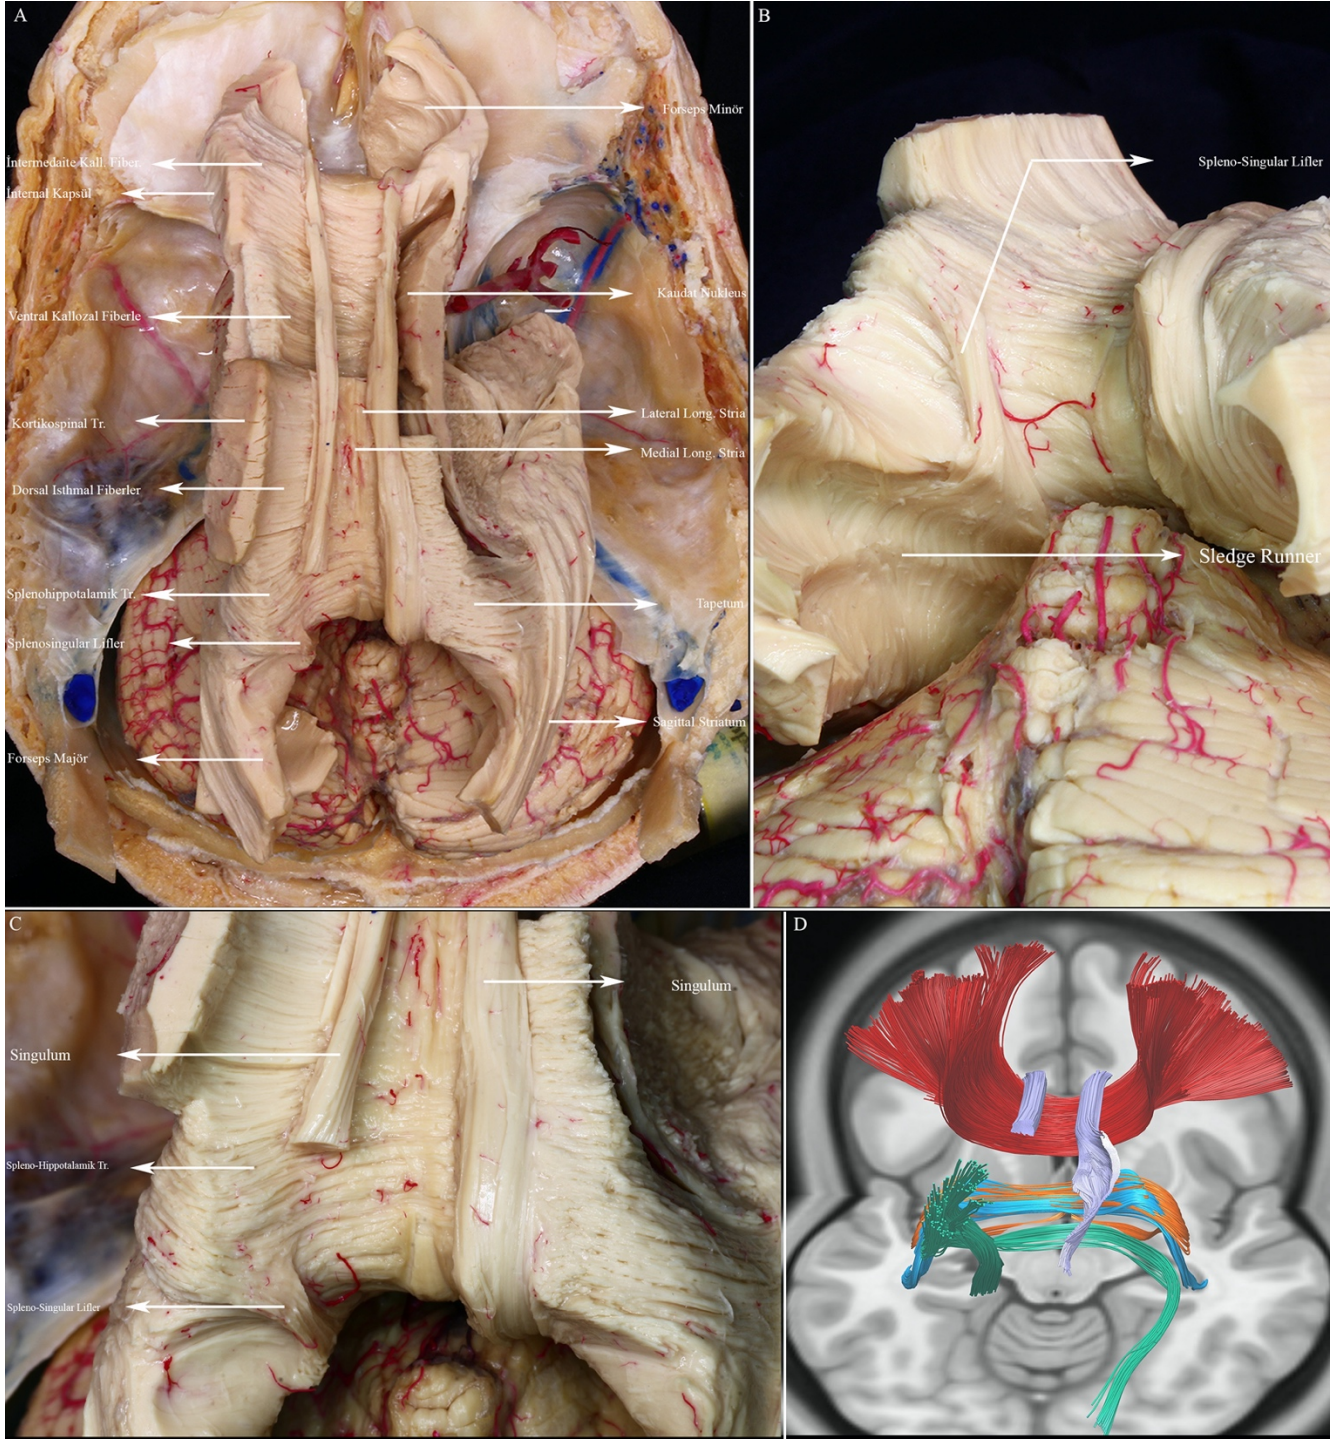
Süperiordan inferiora ve inferiordan süperiora disseksiyon. Kallozal liflerin 3 farklı segmentte gösterilmesi ve traktografisi
